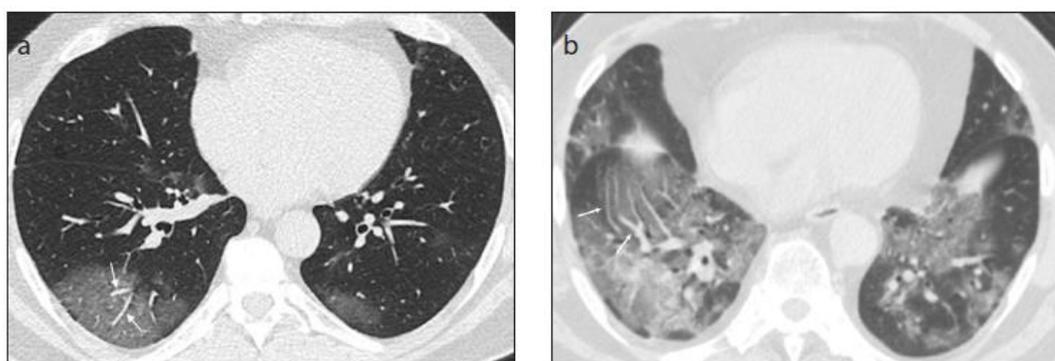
a. CT scan menunjukkan groundglass opacity pada lobus kanan bawah. b. CT scan menunjukkan konsolidasi pada lobus kanan area subpleural (Ye Z dkk, 2020)
